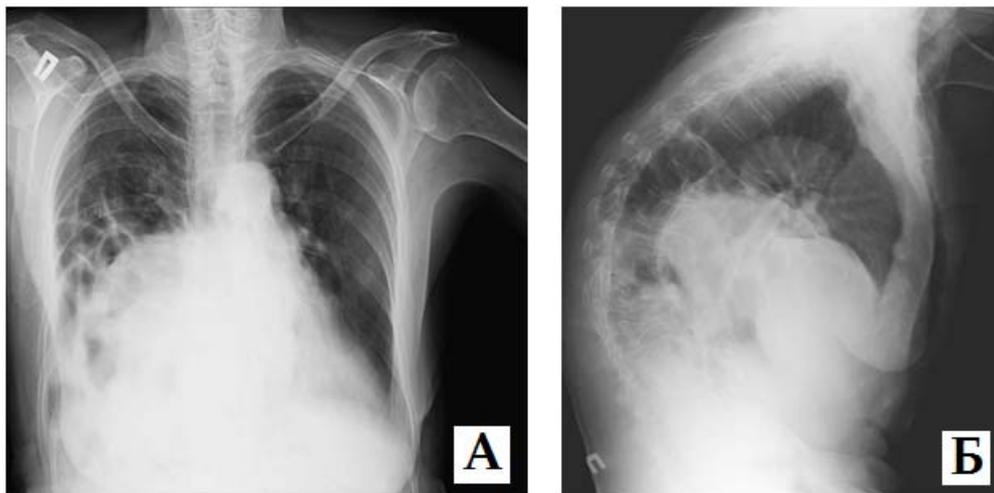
Рентгенография органов грудной клетки больной Б.Р.Т. (А – прямая проекция; Б – правый бок). Описание в тексте
